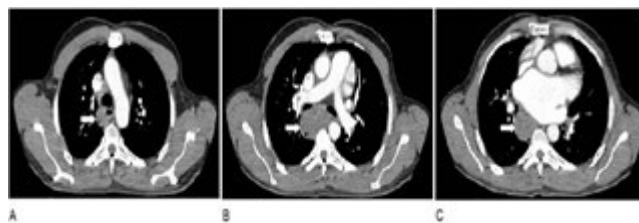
Tomografia Computadorizada Pré Operatória. Tomografia de tórax com GIST esofágico - Lesão em esôfago médio, estendendo-se desde posição, adjacente a traqueia (A - seta branca) até localização retro cardíaca (B - seta branca). Lesão expansiva mantém contornos regulares em todos os segmentos e reduz a luz esofágica.
